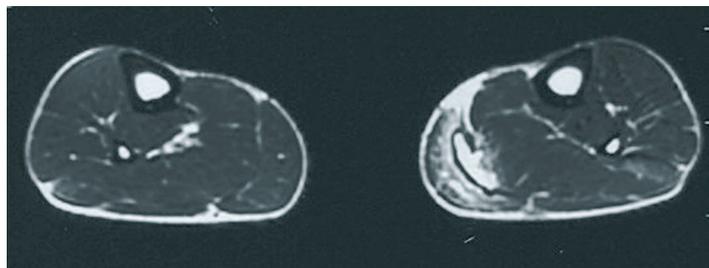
Resonancia magnética del gemelo interno izquierdo (corte axial, secuencia Fast T2), lesión grado 3.
